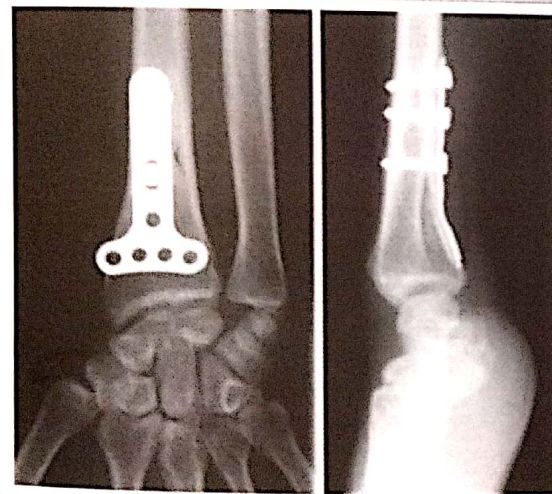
Synthèse par plaque console antérieure. Radiographies au recul de 9 ans
